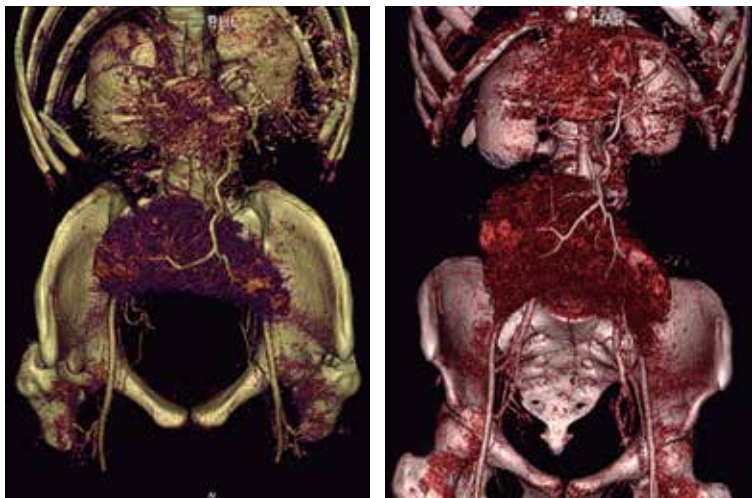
Tomografía abdominopélvica contrastada en reconstrucción 3D, se observa el trayecto de la arteria esplénica.
